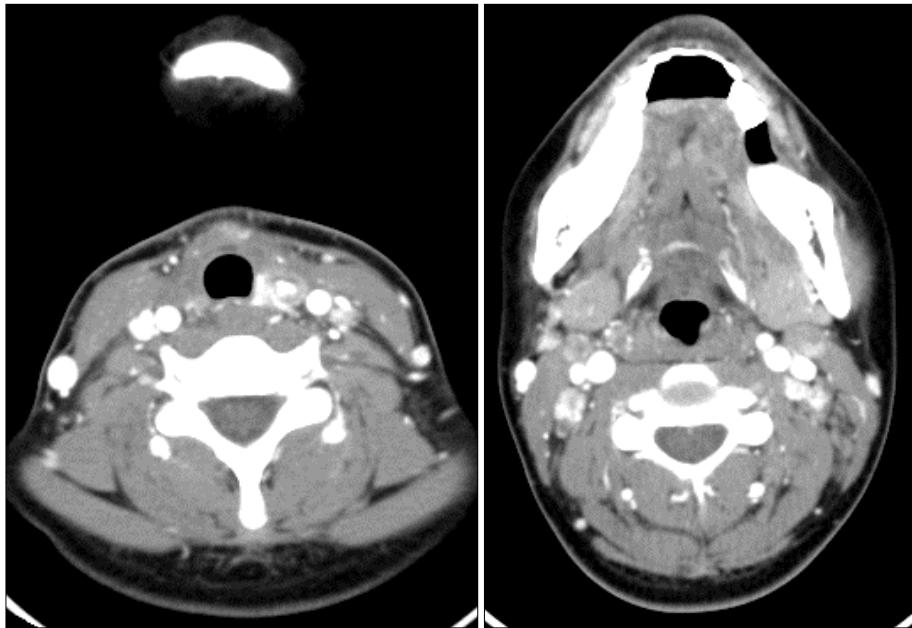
CT scan shows left remnant thyroid mass with bilateral cervical lymphadenopathy.
